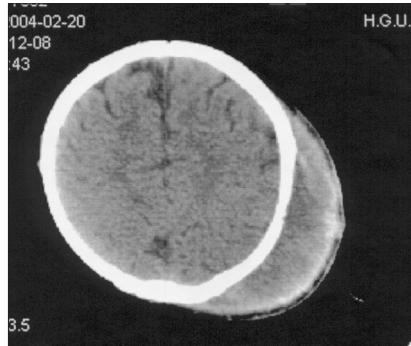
Tomografía craneal: presencia de lesión parietal izquierda de $9 \times 7 \times 2,5\text{ cm}$ compatible con hemorragia subgaleal, sin líneas de fractura.
